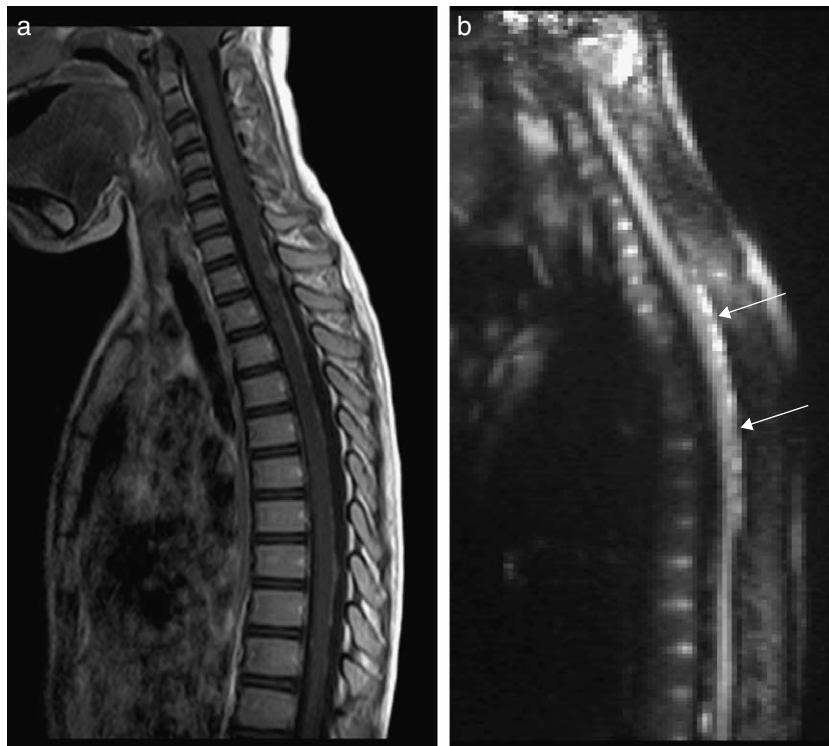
Estudio RM de neuroeje. a) RM medular, secuencia T1 con contraste sin supresión grasa, plano sagital. Engrosamiento lineal y nodular en la cara dorsal del cordón medular en relación con diseminación a neuroeje en el estudio prequirúrgico. Meduloblastoma anaplásico. b) Niña de 6 años con meduloblastoma de fosa posterior. La difusión de columna muestra evidencia de aumento de señal por restricción en la zona torácica superior debida a diseminación a LCR (flechas). (Imagen cedida por Dra. Elida Vázquez Méndez, Hospital Vall d'Hebron.).
